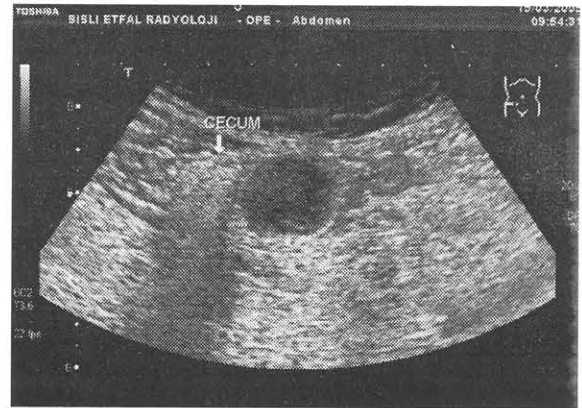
Transabdominal ultrasonografi incelemesinde, sağ alt kadranda çekuma bitişik, düzgün konturlu, içerisinde ekojenik katmanlar içeren kistik kitle (oklarla gösterilen) izleniyor. C: çekum
